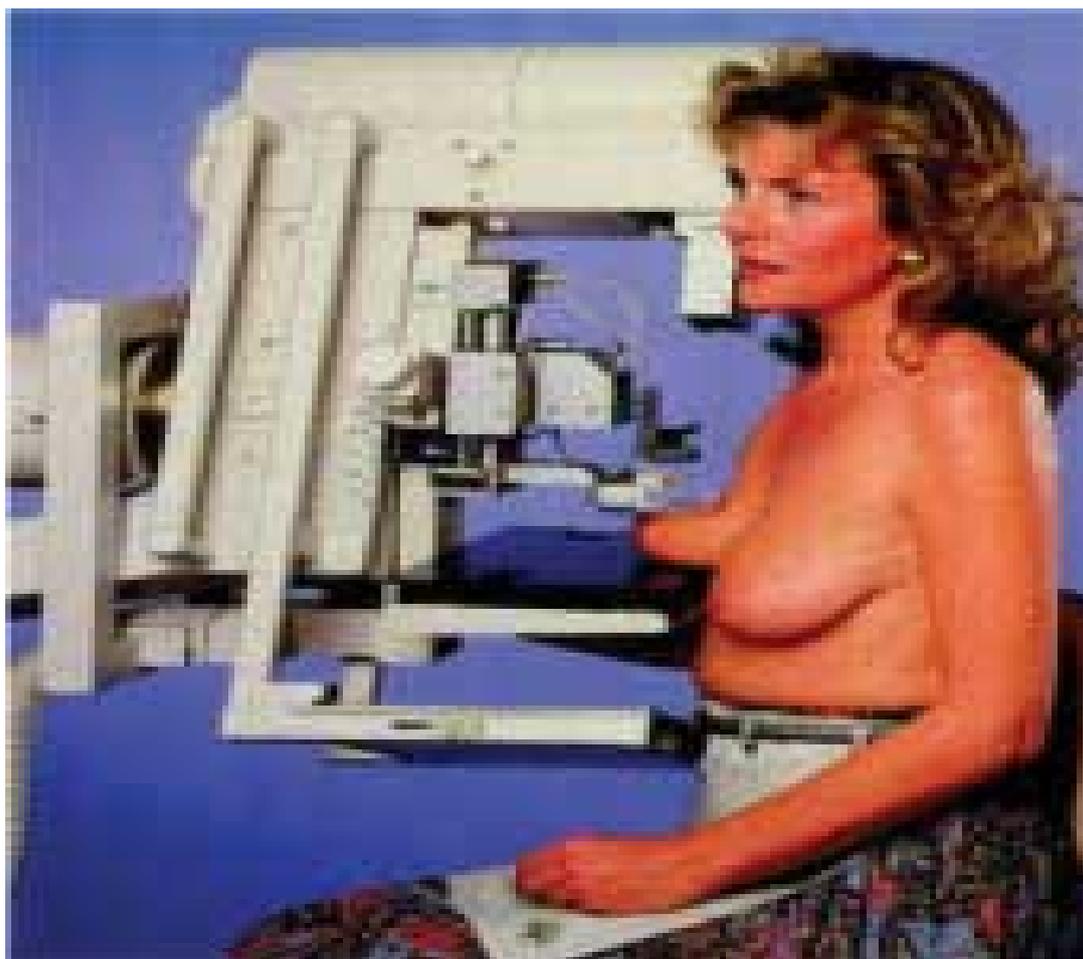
Рентгенологическое обследование молочных желез
